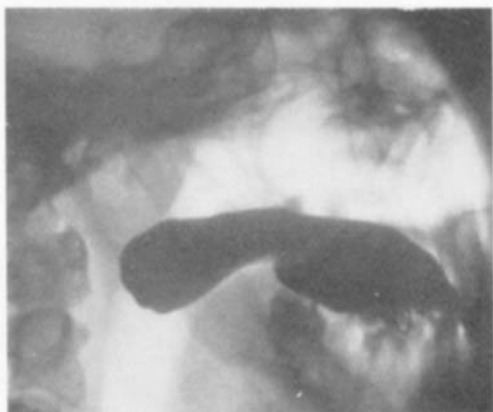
S-W-Obturator in situ, seitliche Röntgenaufnahme.
